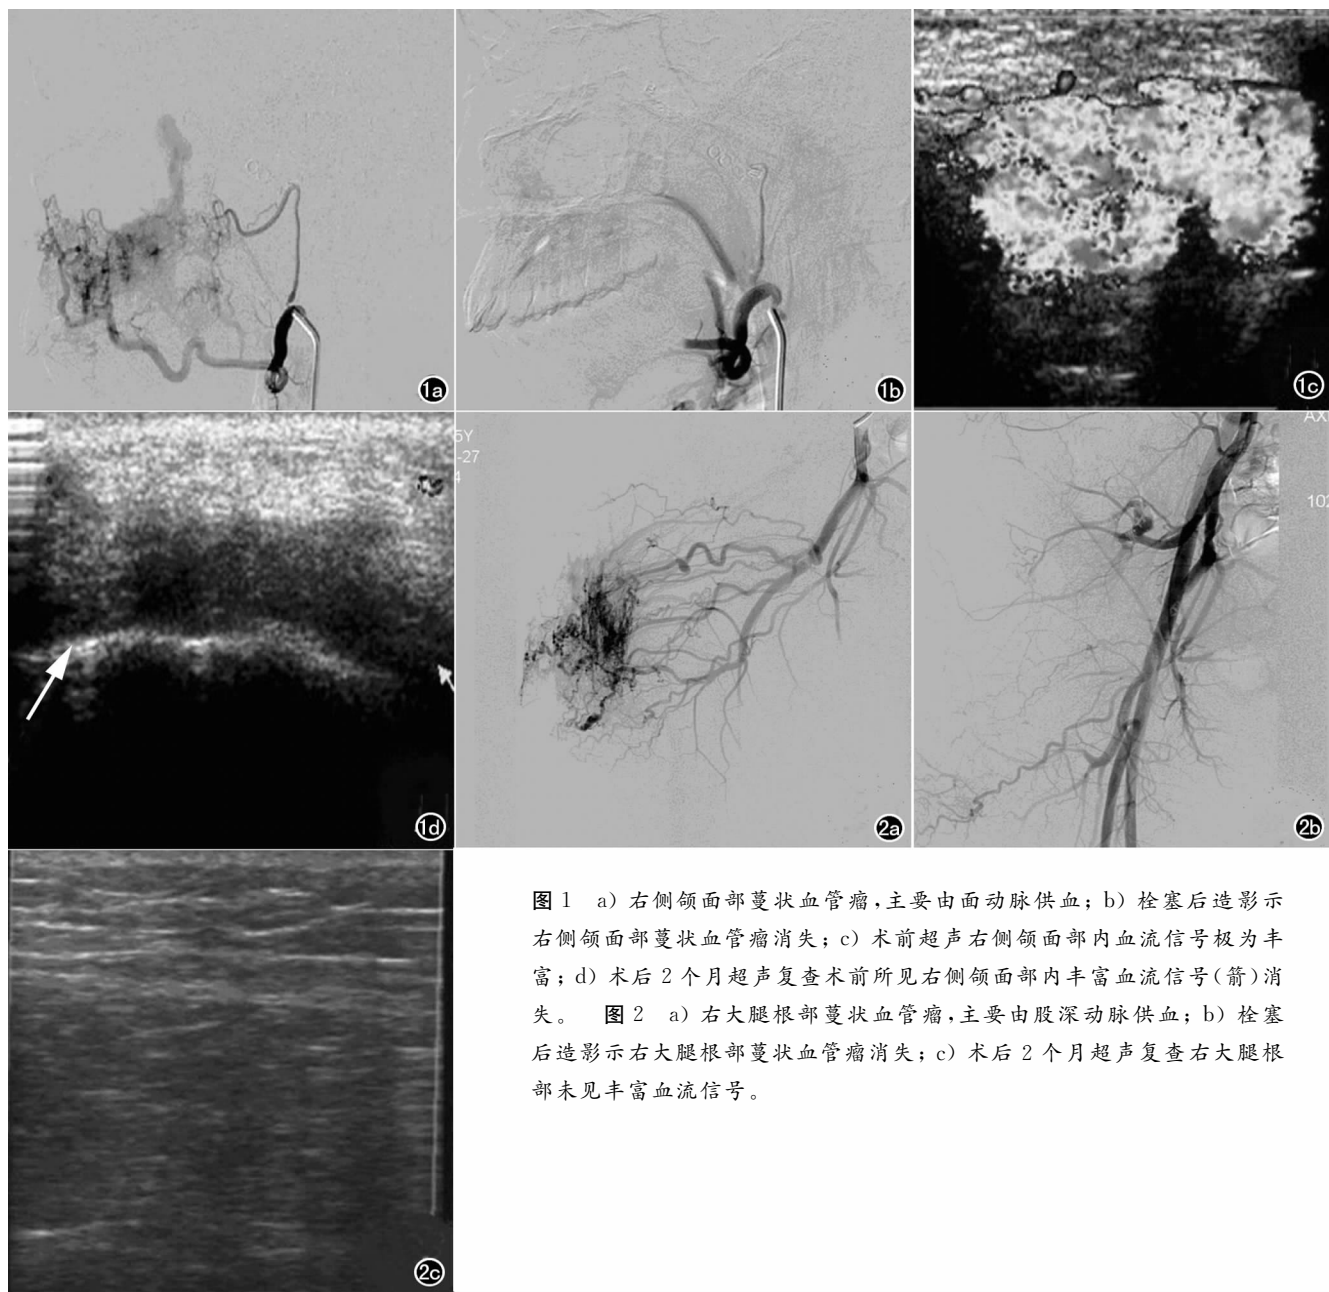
a) 右侧颌面部蔓状血管瘤,主要由面动脉供血; b) 栓塞后造影示右侧颌面部蔓状血管瘤消失; c) 术前超声右侧颌面部内血流信号极为丰富; d) 术后 2 个月超声复查术前所见右侧颌面部内丰富血流信号(箭)消失。图 2 a) 右大腿根部蔓状血管瘤,主要由股深动脉供血; b) 栓塞后造影示右大腿根部蔓状血管瘤消失; c) 术后 2 个月超声复查右大腿根部未见丰富血流信号。
